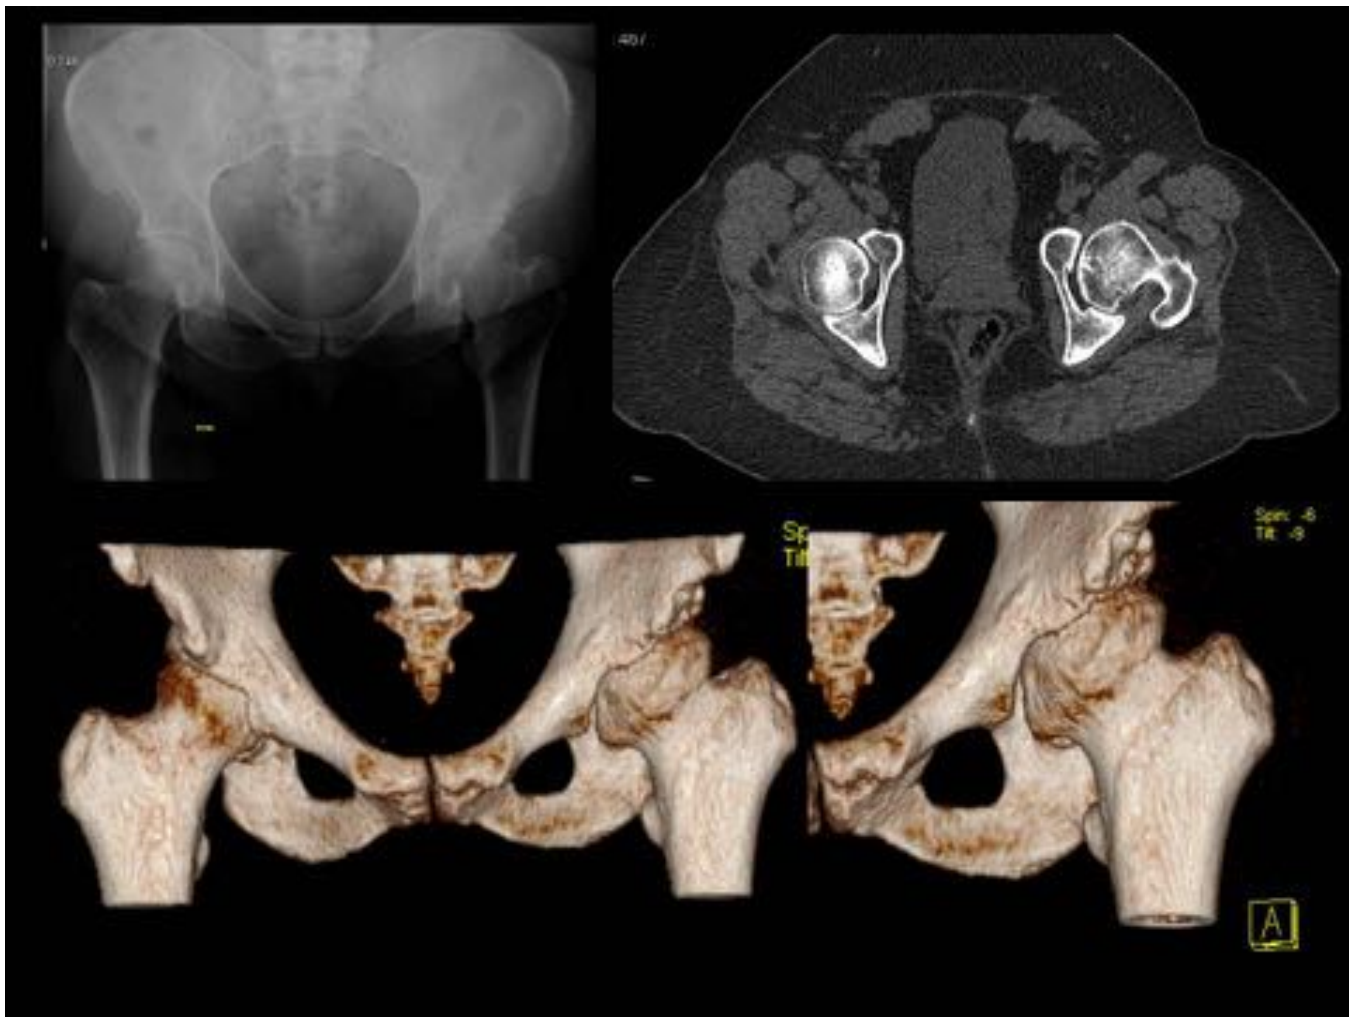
Mujer de 27 años con displasia leve de la cadera derecha. En una proyección AP de la pelvis se calcula un ángulo CE en la cadera derecha de 19° (inferior a 20°), diagnóstico de displasia de cadera. En un corte axial de TC se observa una deficiencia de la cobertura acetabular anterior, posterior y global con disminución de los ángulos ASAA, PASA y HASA (ASAA = 46°, PASA = 87° y HASA = 133°).
